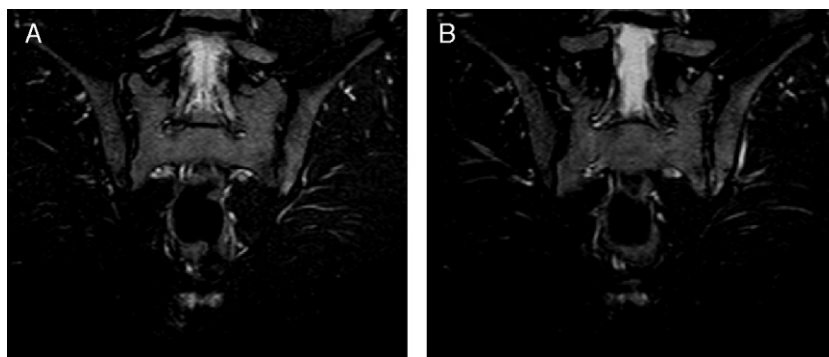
A. Resonancia magnética de la región sacroilíaca, secuencia STIR en proyección coronal, aumento de intensidad de señal en la vertiente iliaca de la zona inferior de la articulación sacroilíaca izquierda. B. En la misma secuencia, siguiente corte más posterior, hiperseñal en ambas vertientes de dicha articulación.
